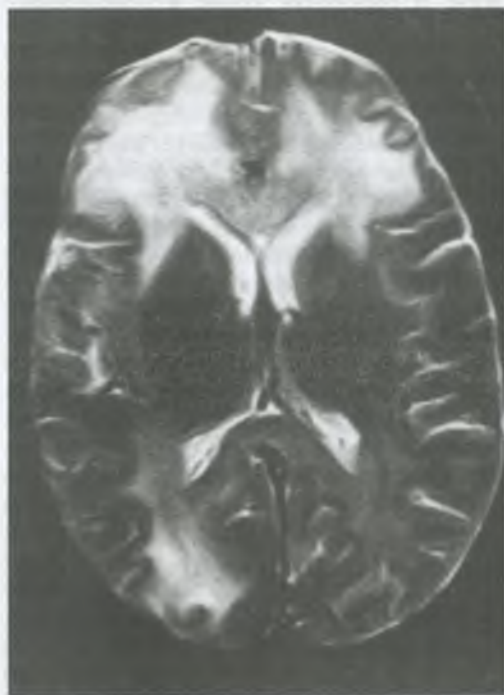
МРТ головного мозга в режиме T2: обширная зона склерозирующего панэнцефалита в обеих лобных долях и правой затылочной доле.
